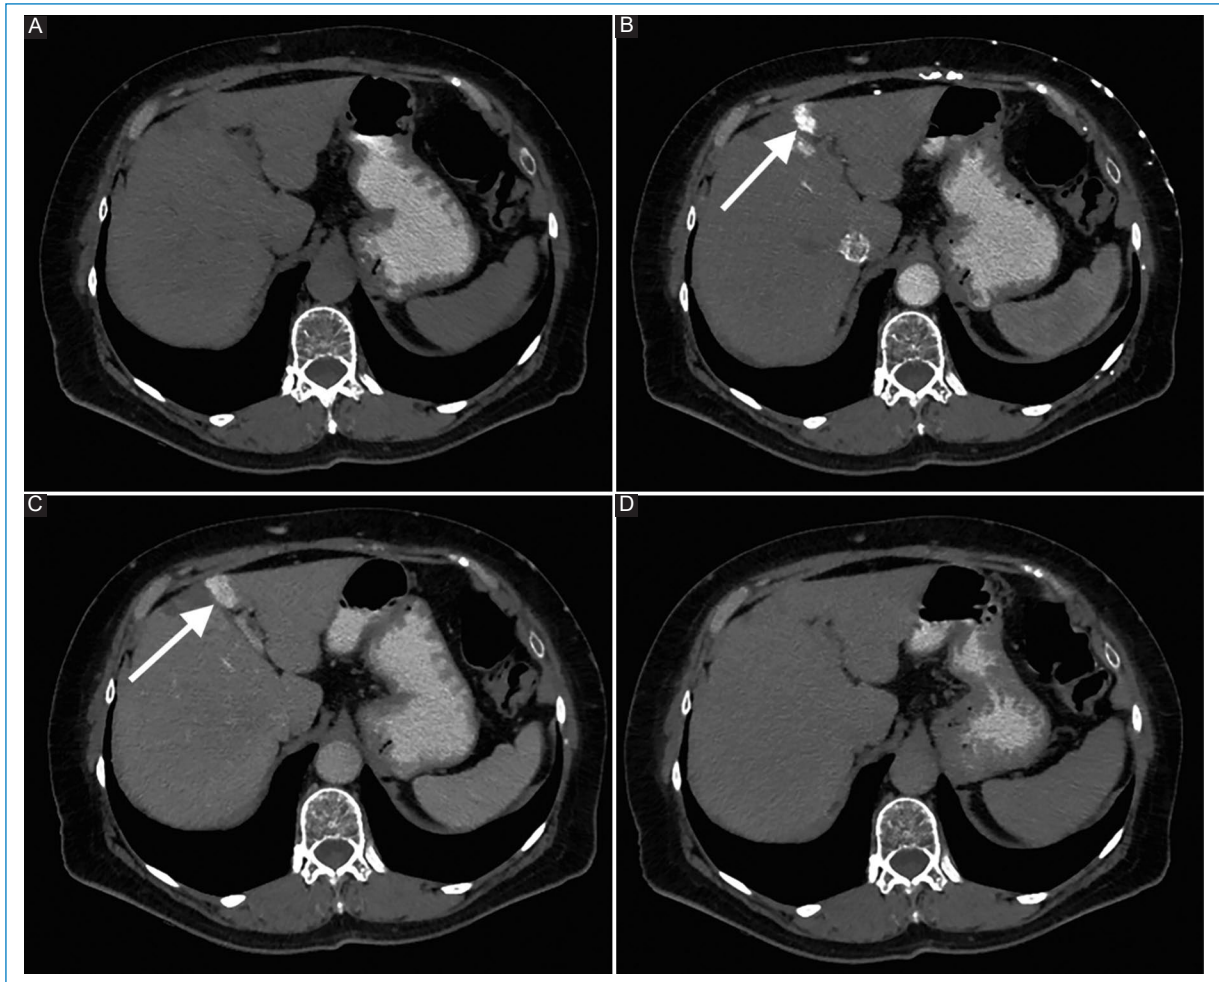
Imágenes axiales de TC sin contraste endovenoso (A), y luego de la administración de este en fase arterial (B), portal (C) y tardía (D). Se observa un área de realce cuneiforme en el segmento hepático IV (flecha en B y C) en un paciente con obstrucción de la VCS.
